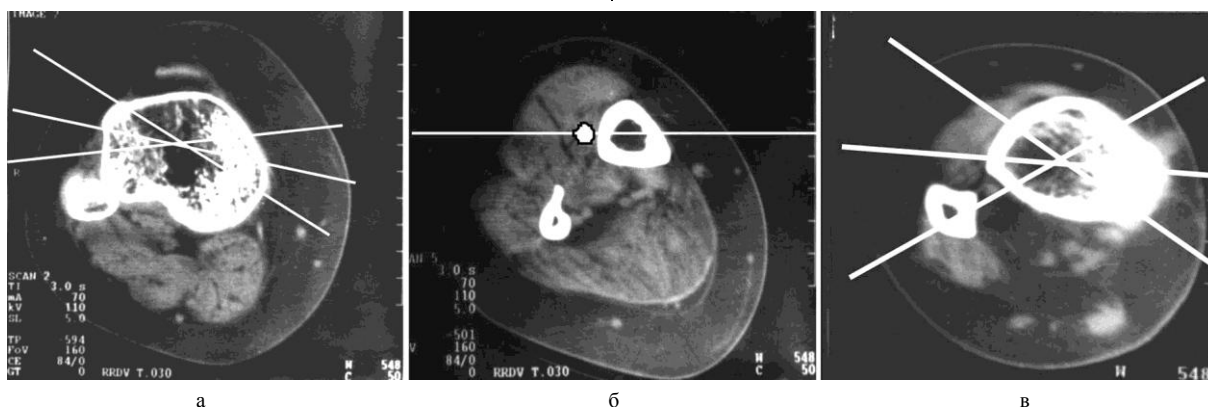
а – томограмма проксимального отдела голени с указанием уровня проведения спиц; б – томограмма средней трети голени с указанием расположения спиц; в – томограмма дистального отдела голени с указанием расположения спиц
